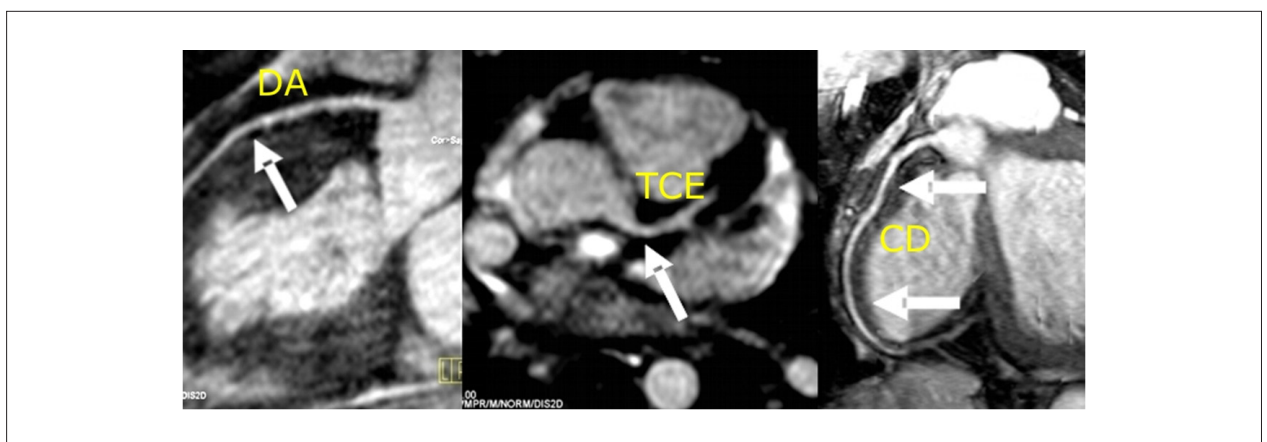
Coronariografía por RM. DE LA - coronaria descendente anterior; TCE - tronco de la coronaria izquierda; CD - coronaria derecha. Examen realizado en el servicio de resonancia magnética del Hospital Clementino Fraga Filho de la Universidad Federal de Rio de Janeiro.
